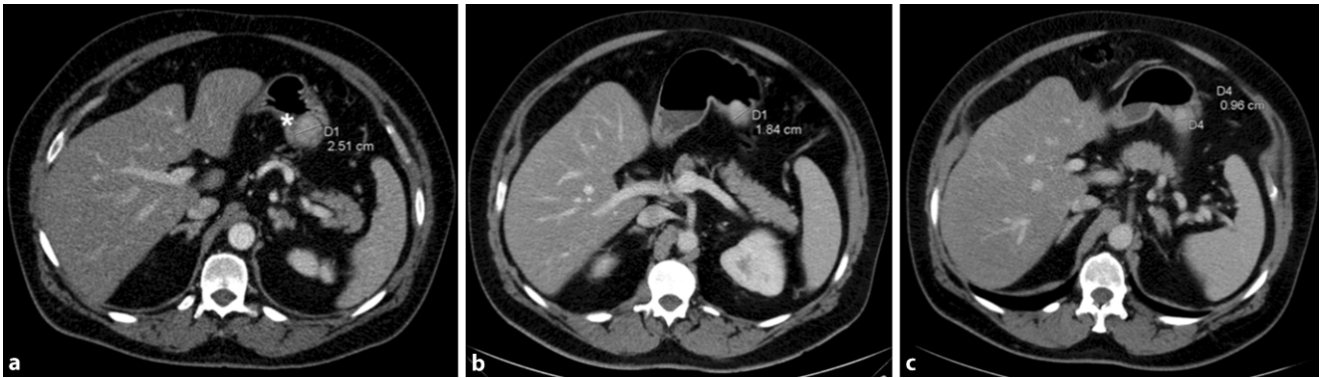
▲ Abdomencomputertomographie (axiale Schichtführung/koronare Rekonstruktion) in portalvenöser Kontrastierung mit Abbildung einer Raumforderung an der Magenkorpuswand (Sternchen) vor der Induktion der Chemotherapie (a), nach 41 Tagen während der Chemotherapie (b) und nach 81 Tagen bei Beendigung der Chemotherapie vor der Operation (c)
